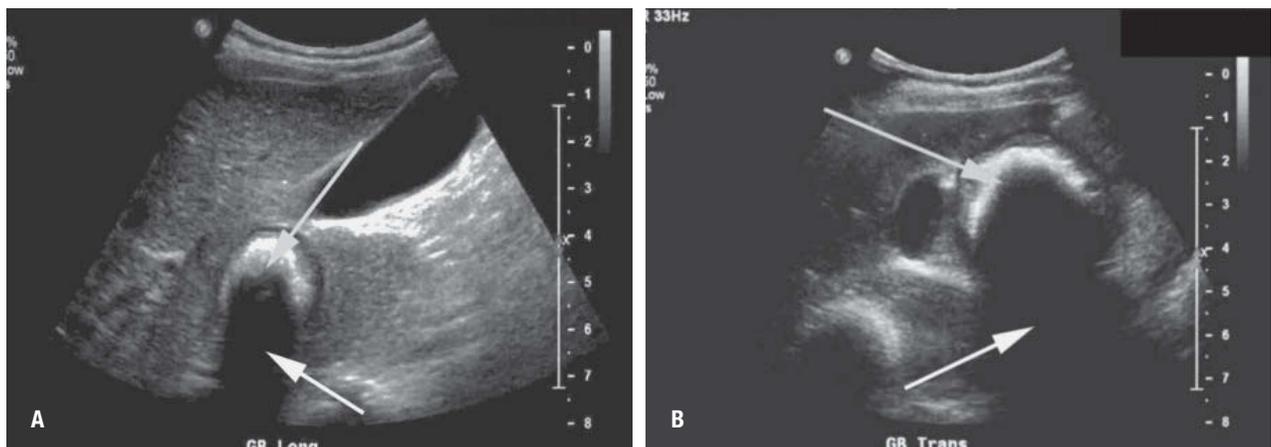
La ecografía muestra una masa muy densa y muy ecogénica que afecta al estómago y al duodeno proximal (imágenes A y B, flechas superiores), dejando una sombra acústica posterior muy homogénea (imágenes A y B, flechas inferiores).
